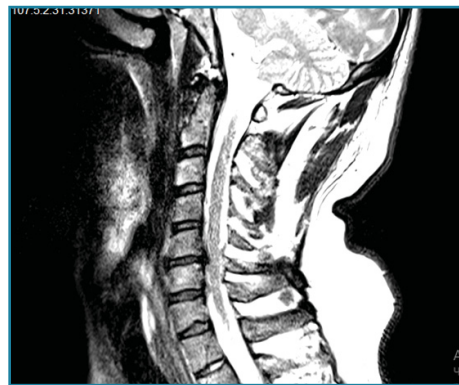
МРТ шейного отдела позвоночника пациента С. (sagit)
